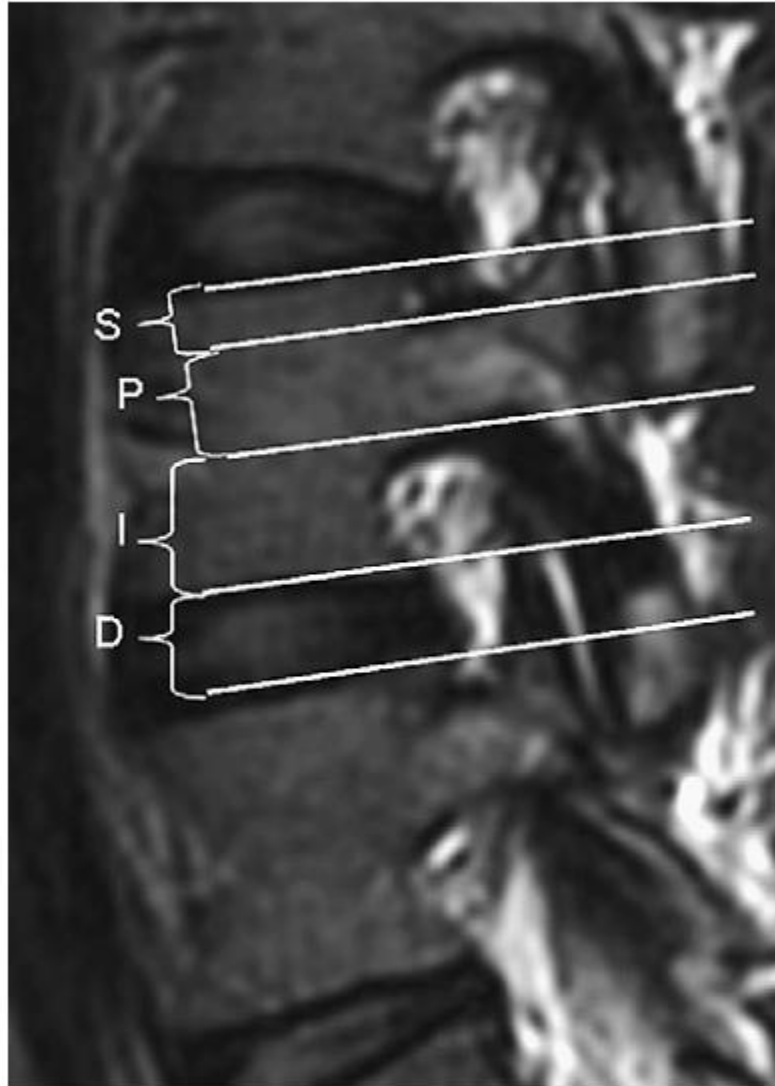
Sagittal T2-weighted MR image of the lumbar spine showing the level categories of disk herniation. D, disc level; I, infrapedicular; P, pedicular; S, suprapedicular.
